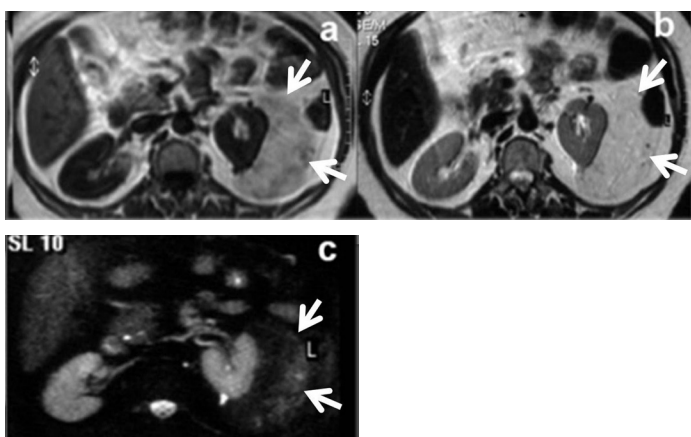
MR imaging of the abdomen demonstrated a well-circumscribed, homogeneous mass (arrows) posterior the left kidney and it was hyperintense on axial T1- (a) and T2-WI (b) and hypointense on fat suppressed sequences (c).
